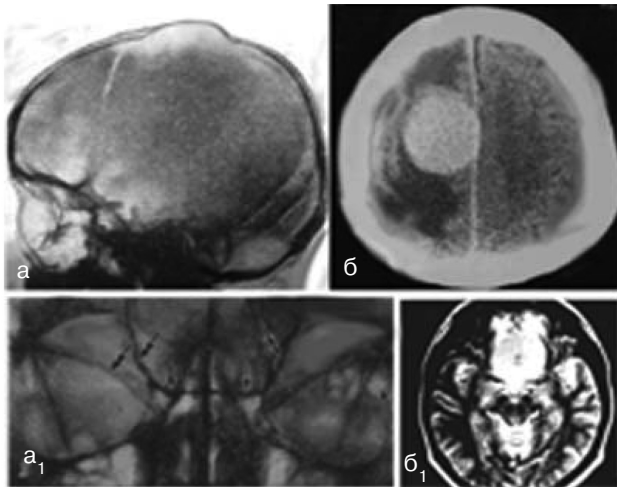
Визначається атрофія черепа в (а — РГ), набряк мозку при менінгіомі парасагітальної локалізації (а₁ — КТ); атрофія з опусканням центрального відділу дна передньої черепної ямки, атрофія малого крила клиноподібної кістки, множинні збільшені зернисті грануляції основи черепа (б — РГ) внаслідок росту менінгіоми рінгофакторної локалізації (б₁ — МРТ)
